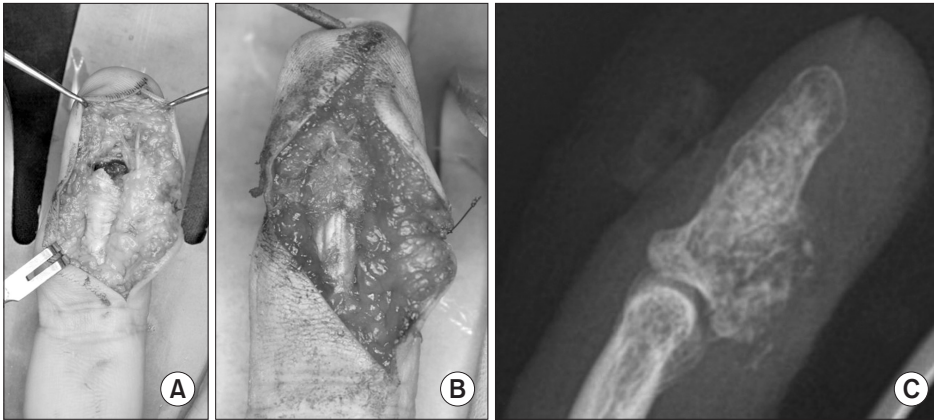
(A) Flexor digitorum profundus (FDP) tendon had been avulsed at its insertion. (B) After curettage and bone graft insertion, the FDP was reinserted on the grafted bone using the pull-out suture technique. (C) Immediate postoperative lateral X-ray shows the pull-out button on top of the nail plate.
